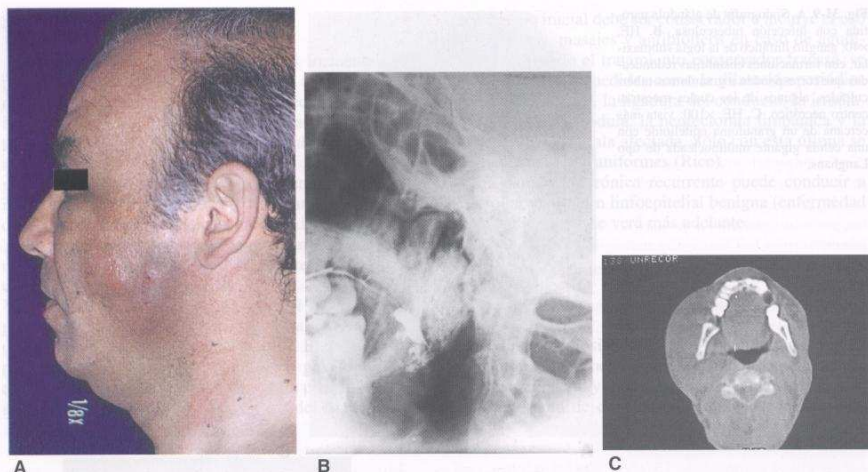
Actinomicosis parotídea. A. Aspecto facial. B. Sialografía parotídea. C. Tomografía computarizada.
